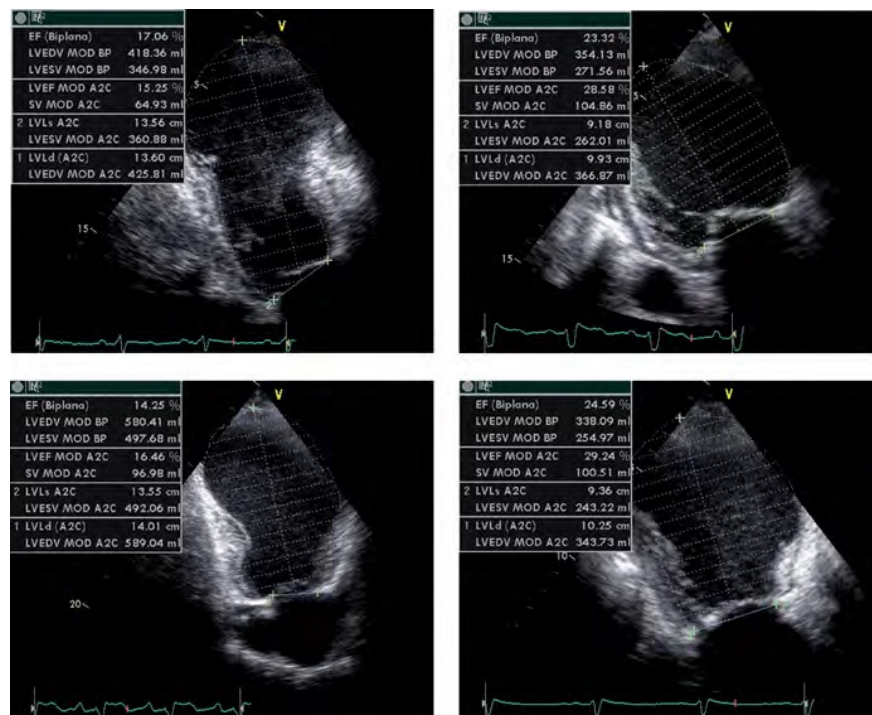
Ecocardiografia a due camere: è rilevabile l'incremento del volume ventricolare, la distorsione della camera e la bassa frazione d'eiezione [1].
